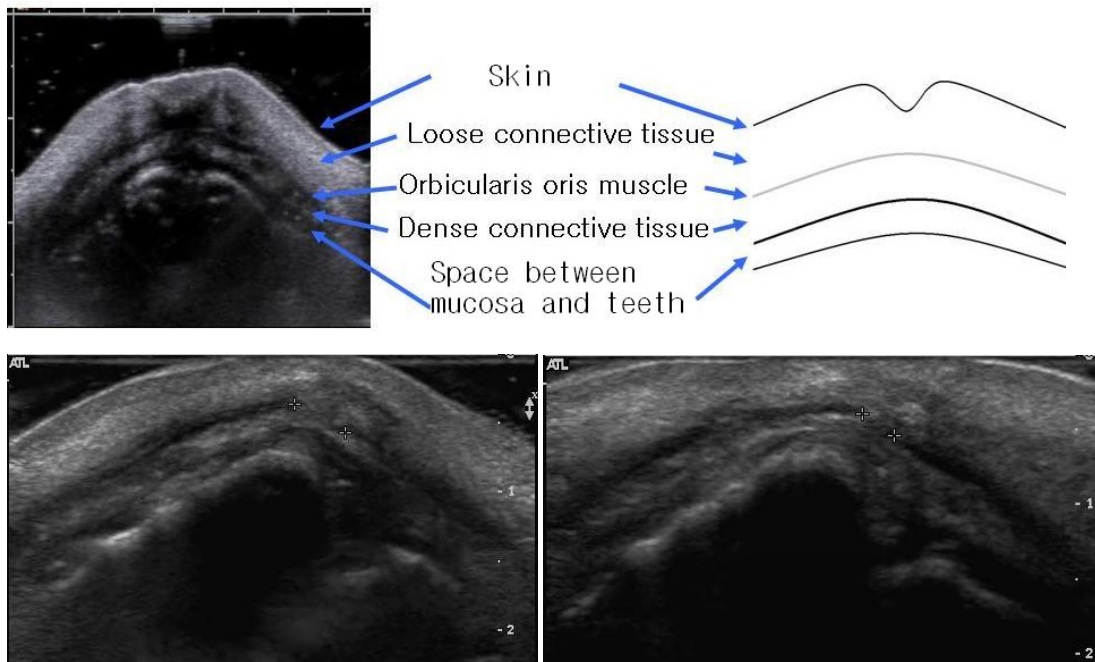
Ultrasound image of the philtrum. In ultrasound image, a muscle was manifested as a hypoechogetic (dark) line between the echogenic (Light) connective tissues, but a muscle defect was shown as an echogenic (Light) line.
